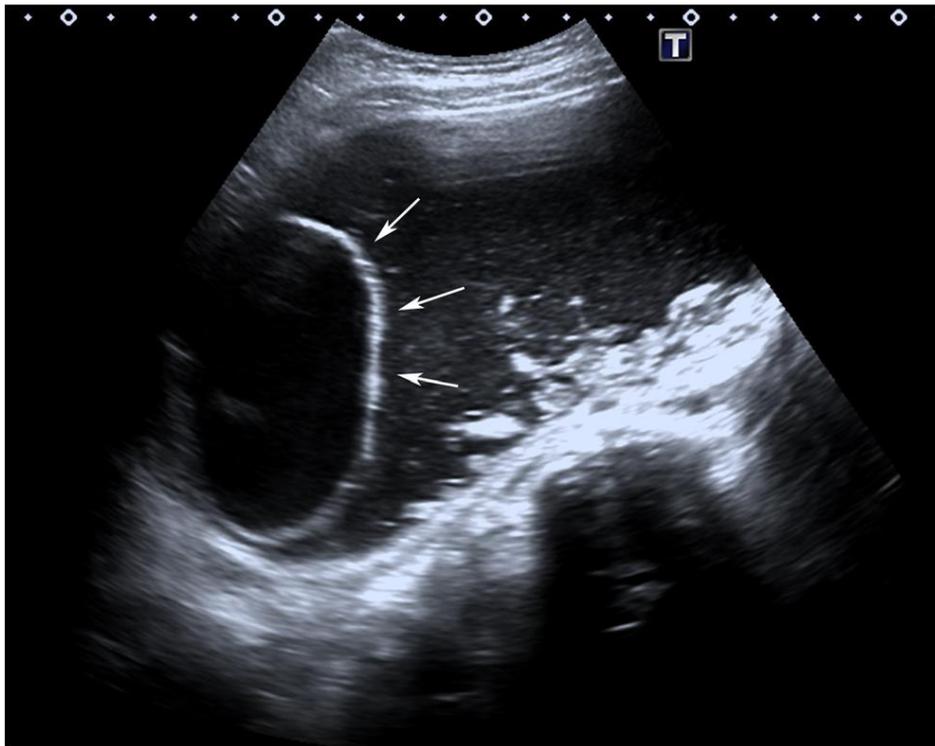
Ultrassonografia de uma mulher de 14 anos, demonstrando massa cística (TCMO), e nódulo de Rokitansky (setas).
